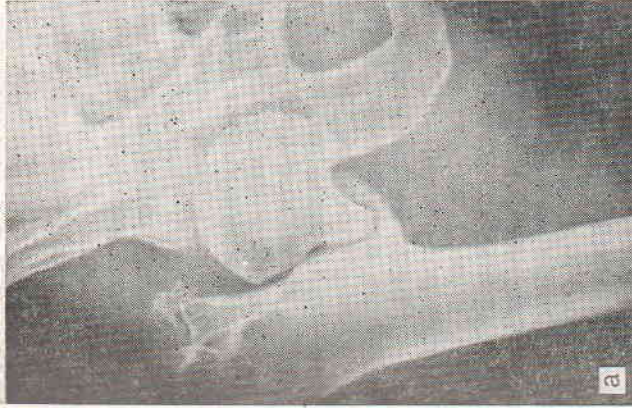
Рентгенограммы больного Т. при поступлении (а), через 3 мес ЭСО (б) и 6 мес (в).
